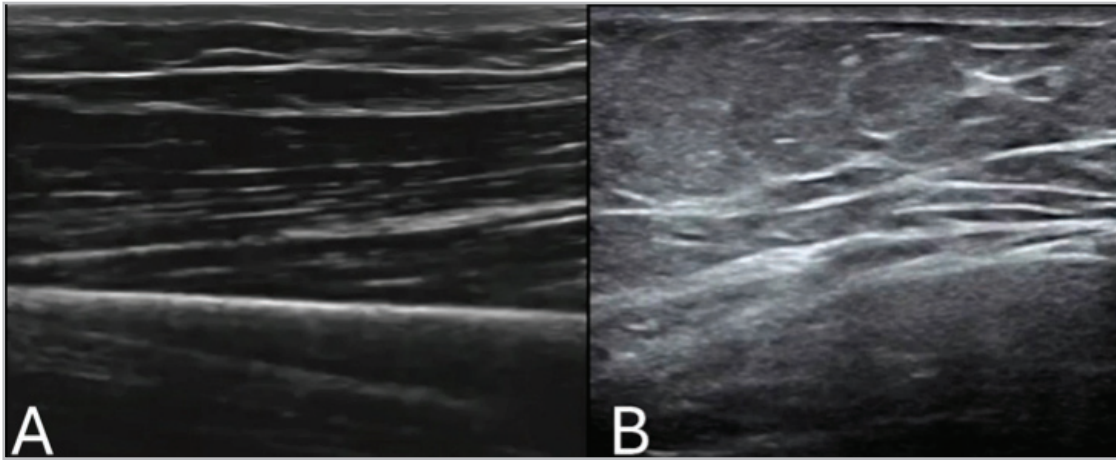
Ultrasonido en celulitis. Panel A: imagen con transductor lineal de la piel normal. Panel B: imagen con transductor lineal donde se aprecia cambio en el tejido celular subcutáneo con patrón de empedrado característico de la celulitis. Imágenes propias de los autores.
